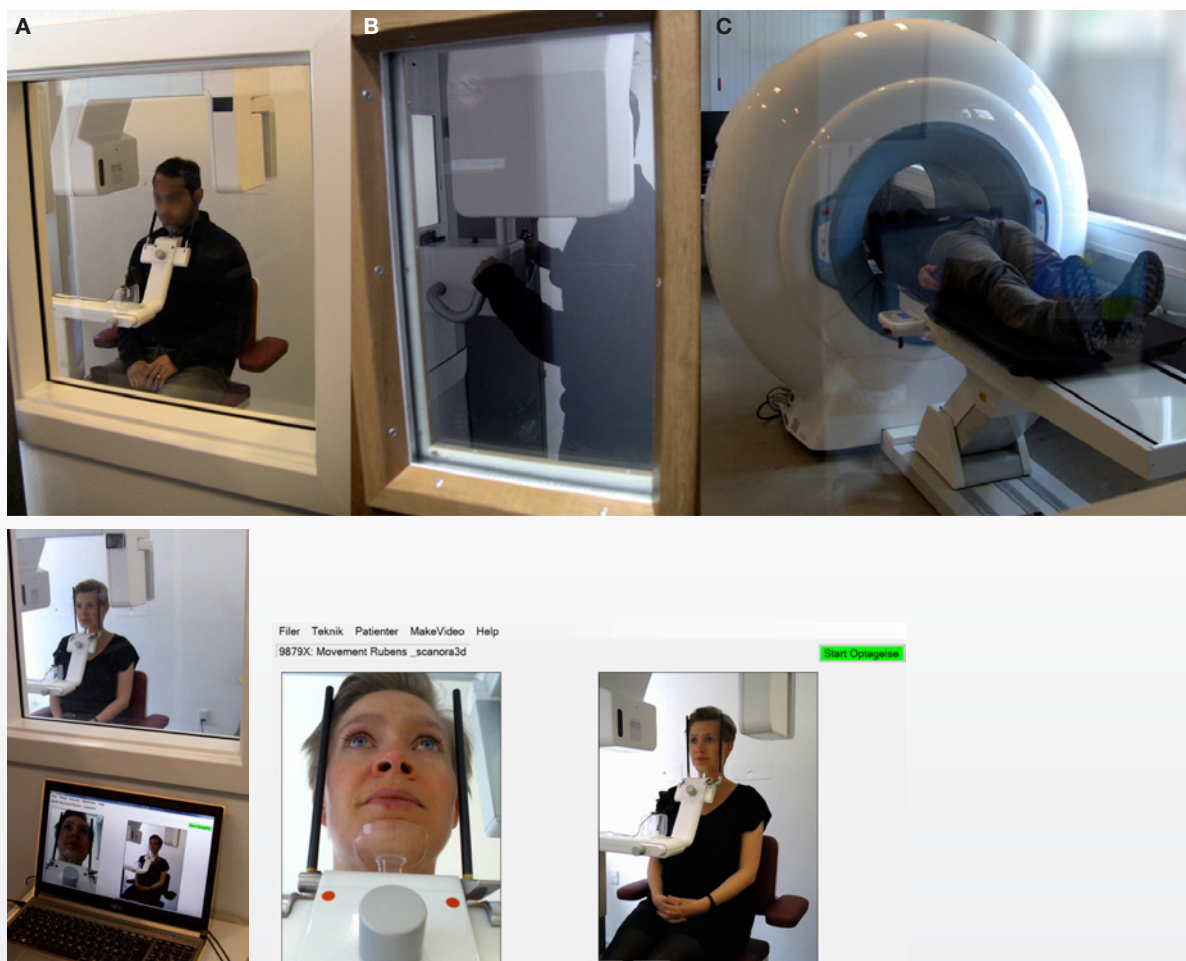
Øverste række viser tre CBCT-udstyr (A: Scanora 3D; B: Cranex 3D; C: NewTom 5G) med henholdsvis siddende, stående og liggende patient. Det er ikke muligt at observere, om patienten bevæger hovedet under optagelsen (B, hvor patienten dækkes af CBCT-armen). Nederste række viser billeder af patienten fra to kameraer på den type monitor, som anvendes ved alle CBCT-enheder på Oral Radiologi, Aarhus Universitet, og som øger muligheden for patientovervågning.
